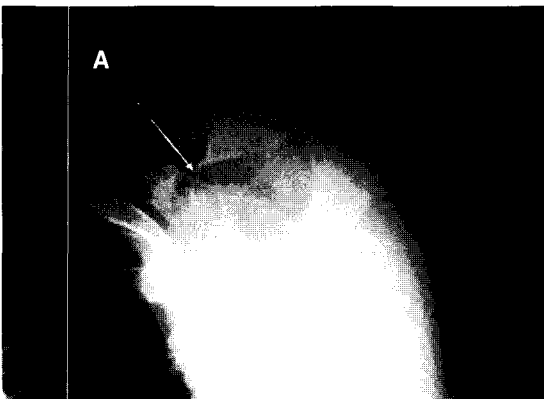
Radiological evaluation in the supraspinatus outlet view: (A) Acromion : radiographs showing, sclerosis, osteophytes and the acromial shape
